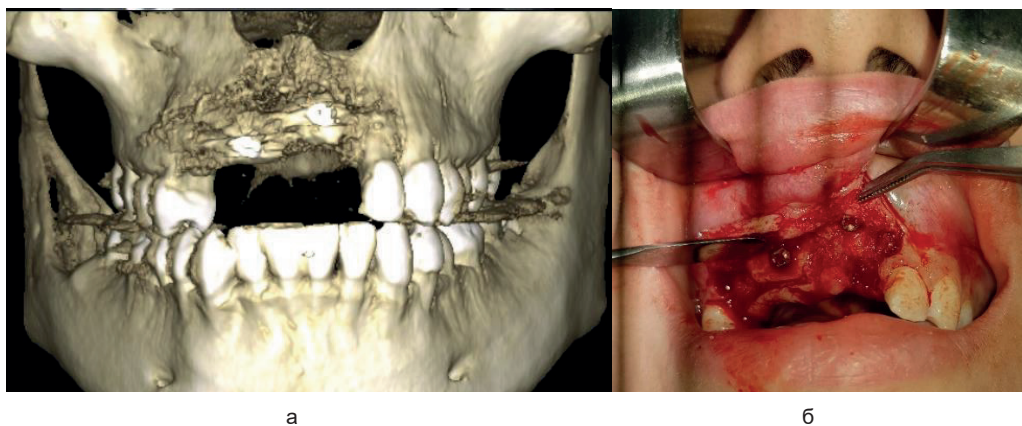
Та же пациентка через 6 месяцев после операции. а – МСКТ; б – вид дефекта в полости рта (собственные исследования Людчик Т.Б.)
